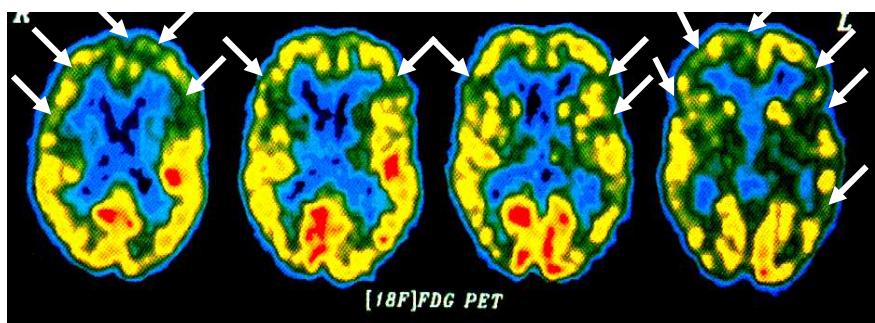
Ghi hình não bằng máy PET với  $^{18}\text{F}$  - FDG:
